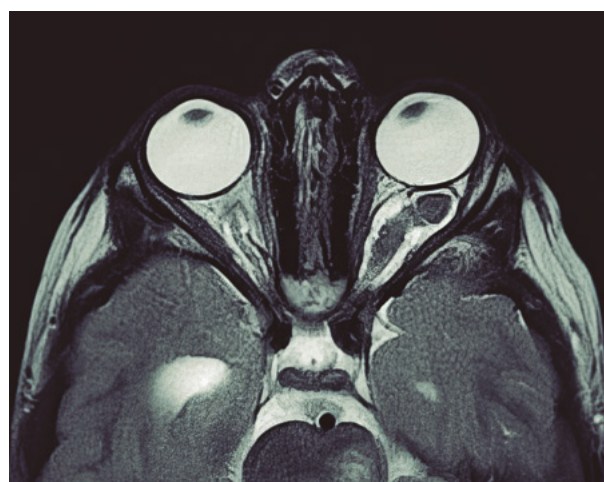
Resonancia magnética orbital en corte axial y secuencia T2: aumento de tamaño del nervio óptico y su vaina por glioma de nervio óptico izquierdo en un niño con NF1.
